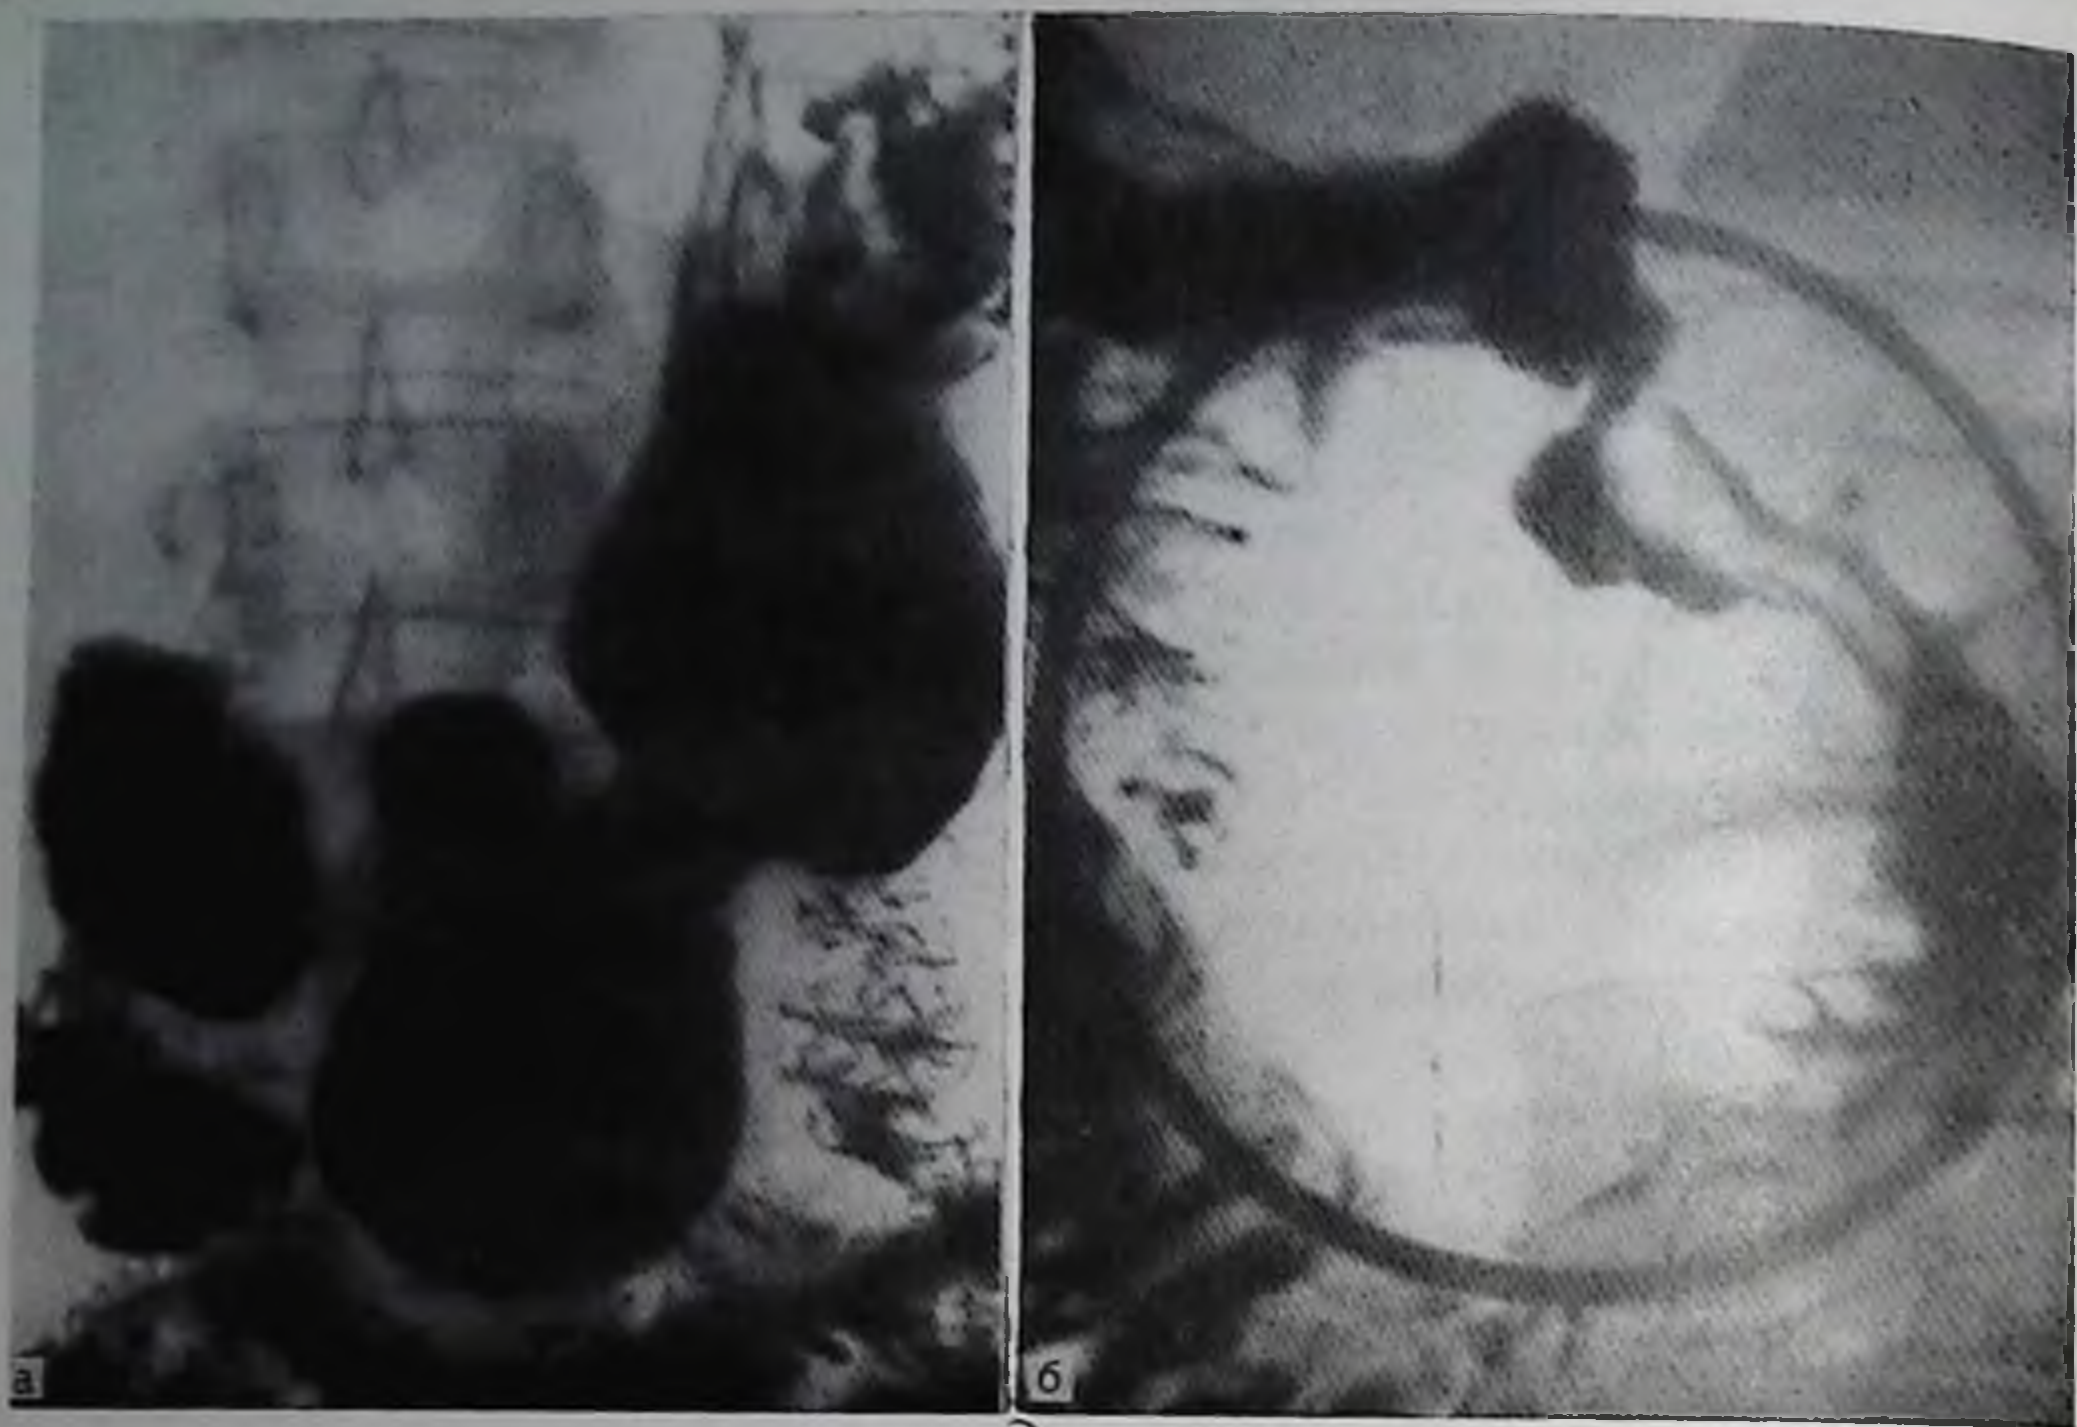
Постбульбарная язва, осложненная субкомпенсированным стенозом двенадцатиперстной кишки (а). Прицельная рентгенограмма в горизонтальном положении больного на животе после приема аэрона (б).
